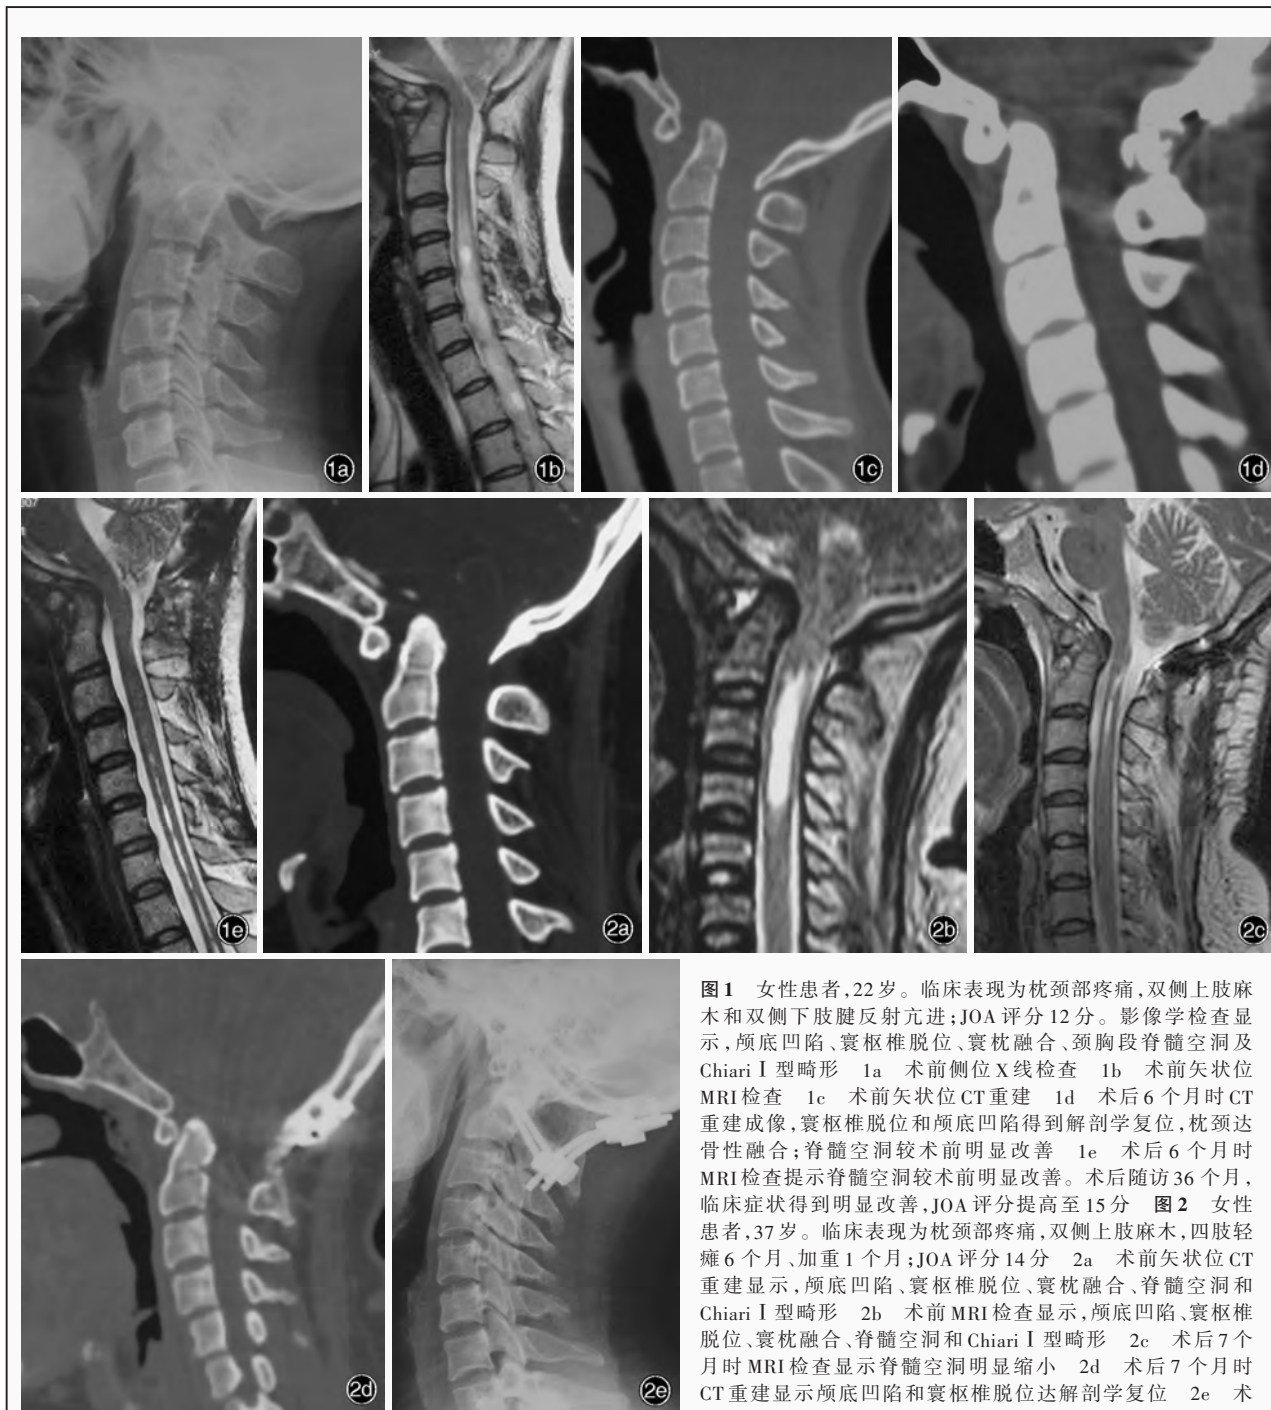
女性患者, 22 岁。临床表现为枕颈部疼痛, 双侧上肢麻木和双侧下肢腱反射亢进; JOA 评分 12 分。影像学检查显示, 颅底凹陷、寰枢椎脱位、寰枕融合、颈胸段脊髓空洞及 Chiari I 型畸形 1a 术前侧位 X 线检查 1b 术前矢状位 MRI 检查 1c 术前矢状位 CT 重建 1d 术后 6 个月时 CT 重建成像, 寰枢椎脱位和颅底凹陷得到解剖学复位, 枕颈达骨性融合; 脊髓空洞较术前明显改善 1e 术后 6 个月时 MRI 检查提示脊髓空洞较术前明显改善。术后随访 36 个月, 临床症状得到明显改善, JOA 评分提高至 15 分 图 2 女性患者, 37 岁。临床表现为枕颈部疼痛, 双侧上肢麻木, 四肢轻瘫 6 个月, 加重 1 个月; JOA 评分 14 分 2a 术前矢状位 CT 重建显示, 颅底凹陷、寰枢椎脱位、寰枕融合、脊髓空洞和 Chiari I 型畸形 2b 术前 MRI 检查显示, 颅底凹陷、寰枢椎脱位、寰枕融合、脊髓空洞和 Chiari I 型畸形 2c 术后 7 个月时 MRI 检查显示脊髓空洞明显缩小 2d 术后 7 个月时 CT 重建显示颅底凹陷和寰枢椎脱位达解剖学复位 2e 术后 18 个月侧位 X 线检查显示枕颈骨性融合, JOA 评分 17 分
